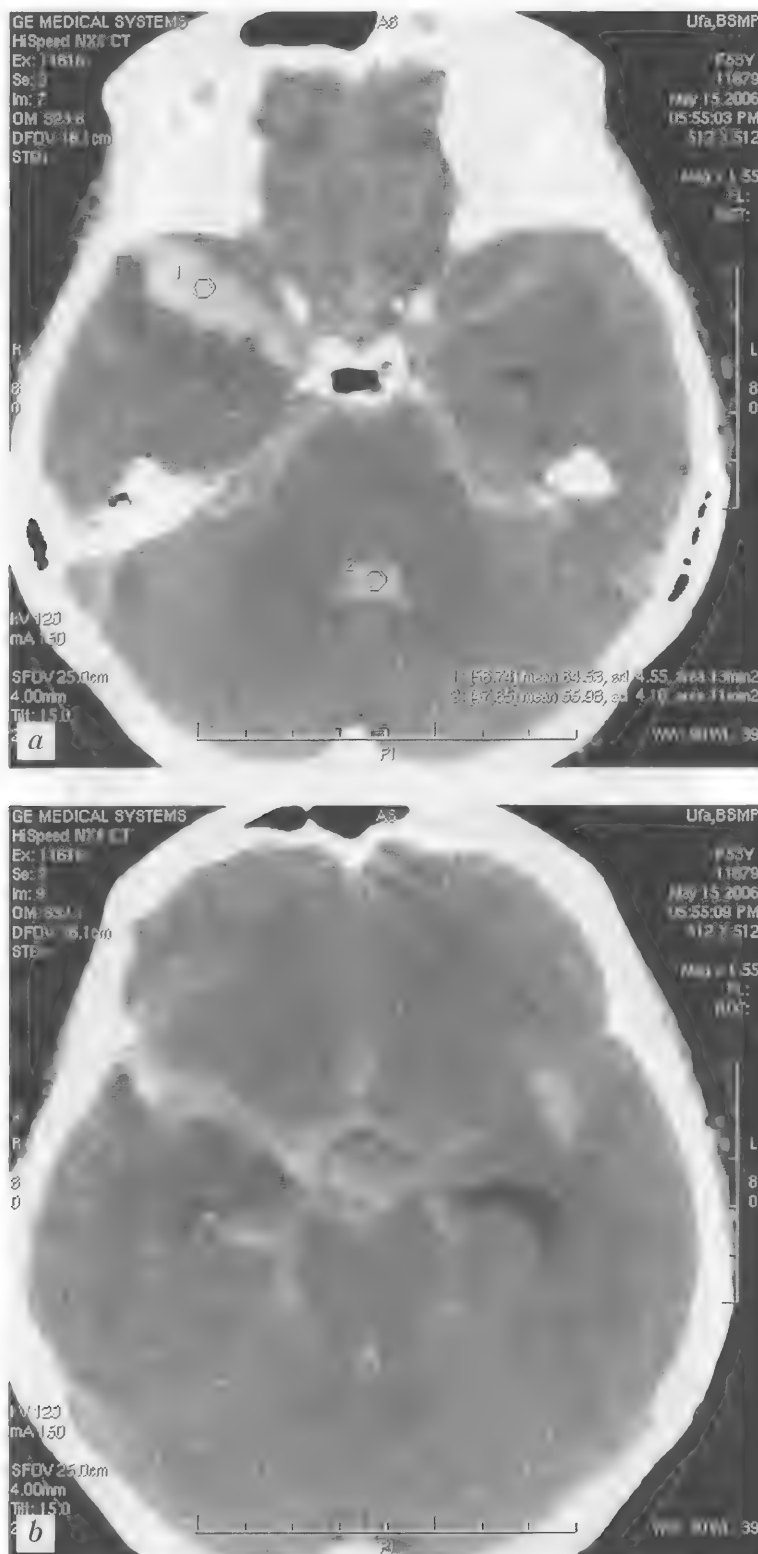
Больная Я., 53 года. Массивное субарахноидально-вентрикулярное кровоизлияние с формированием гематомы в проекции правой латеральной борозды. Тампонада IV желудочка. Диффузный отек мозга. КТ — *a, b*
